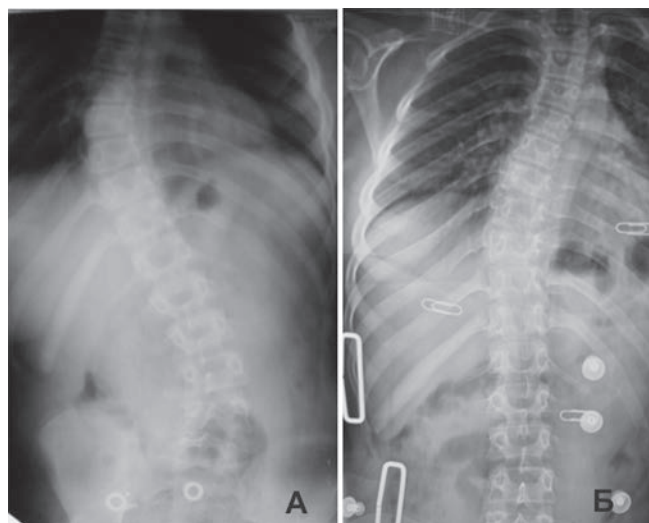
Рентгенография позвоночного столба, пациент П. (А – без корсета, Б – в корсете).
